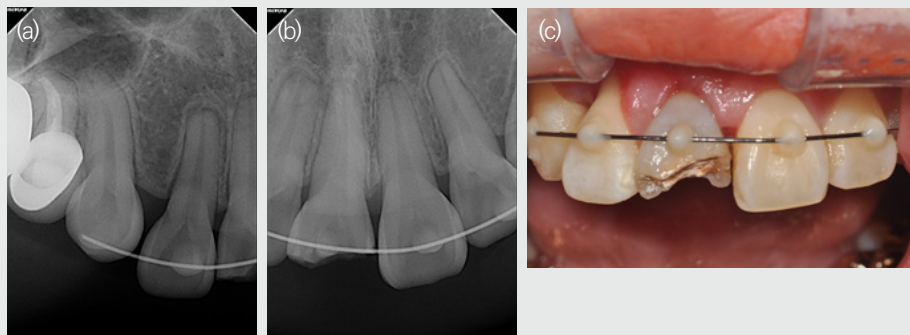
초진 방사선 사진과 임상 사진. Resin-wire splint가 상악 좌측 견치부터 우측 견치까지 시행된 상태.
